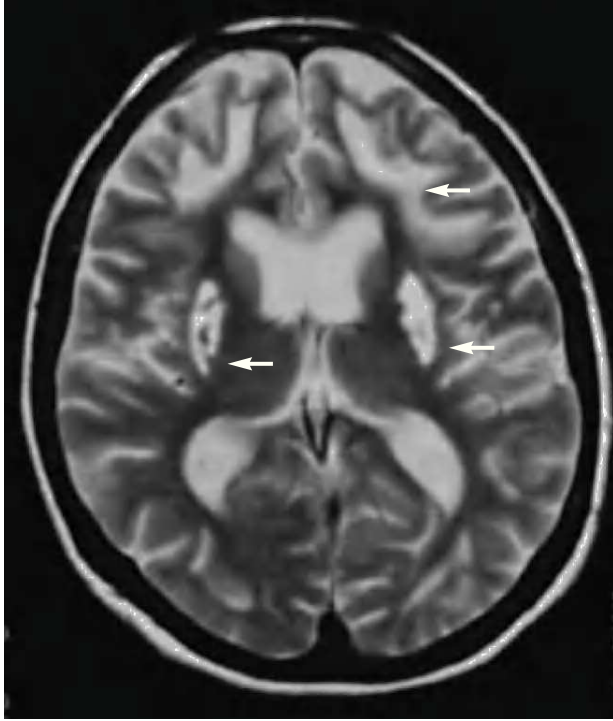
Lesiones cerebrales por metanol. Imagen en T2 de resonancia magnética nuclear, realizada a las cuatro semanas de la intoxicación, en la que se observa una atrofia extensa cortical y de la sustancia blanca subcortical con necrosis bilateral de ambos putámenes.
